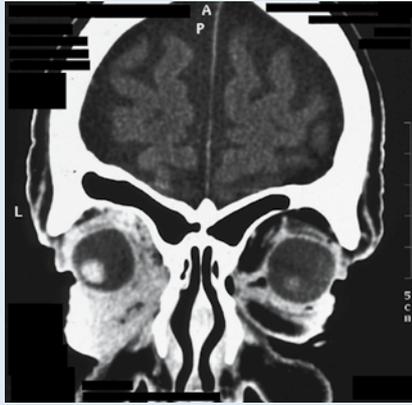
▲ Patientin 6: Die koronare CT der Orbita zeigt eine präseptale und episklerale Infiltration
